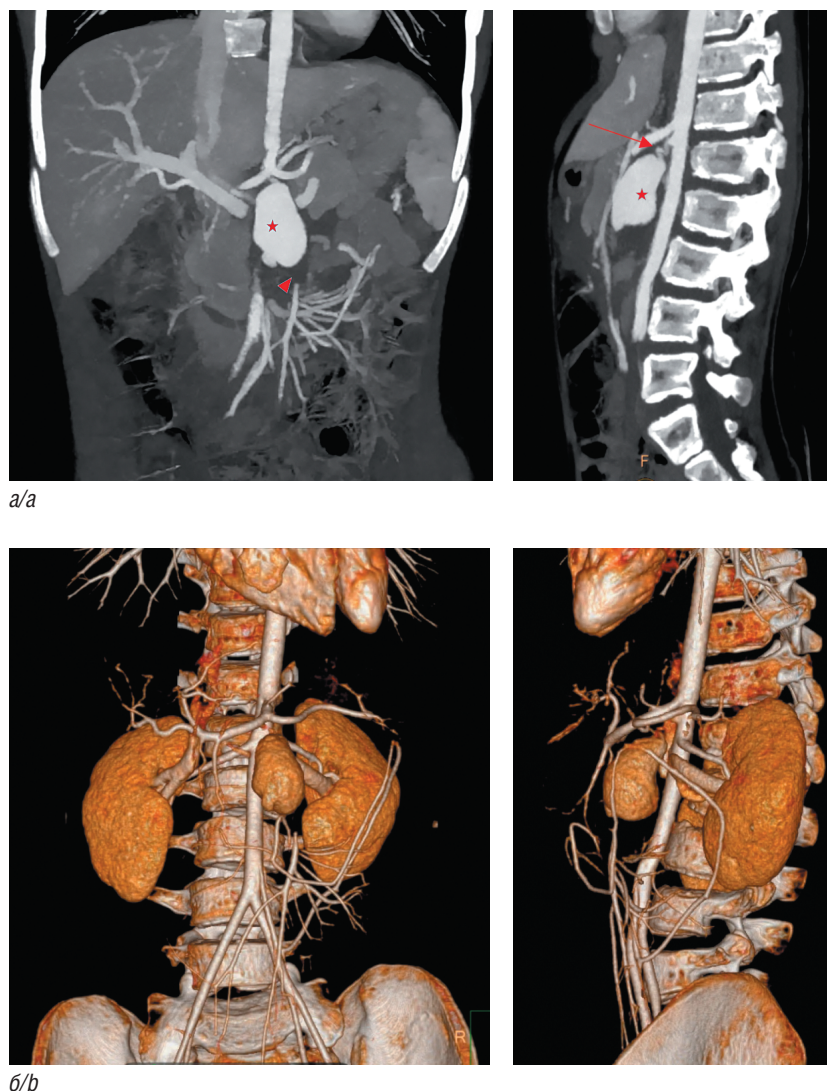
Изображения мультипланарной (а) и объемной (б) реконструкций. Компьютерно-томографическая ангиография абдоминального отдела висцеральных артерий, звездочкой отмечено аневризмальное расширение верхней брыжеечной артерии общим размером $63 \times 27 \times 26$ мм, объем аневризмального расширения — $12,6 \text{ см}^3$; стрелкой указан проксимальный отдел, который имеет извитой ход диаметром 1,6–1,9 мм, протяженностью 15 мм; наколечником стрелки указан дистальный частично тромбированный сегмент верхней брыжеечной артерии (фото авторов)
